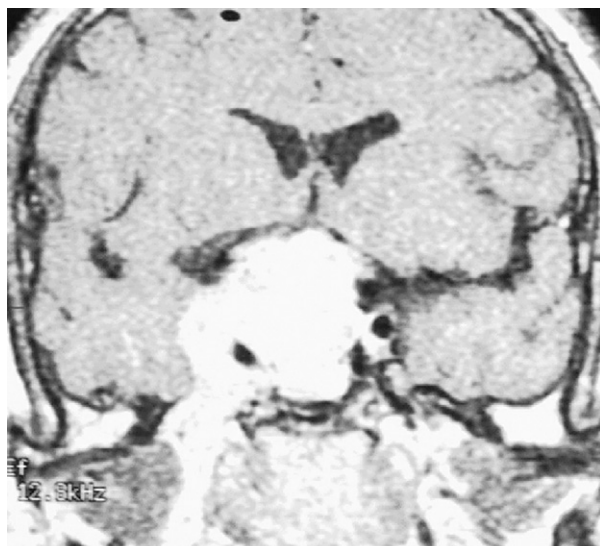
Resonancia magnética (RM) hipofisaria del caso 3, corte sagital y con contraste (gadolinio). Gran tumoración selar de 47 × 37 × 45 mm que compromete el quiasma óptico, invade el seno cavernoso derecho, y engloba y desplaza la carótida interna.
